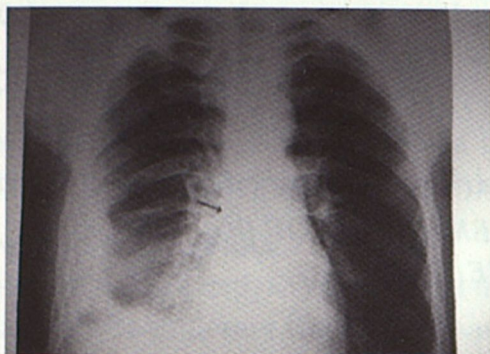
Рентгенограмма органов грудной клетки в прямой проекции больного С. Стрелкой указано инородное тело бронхов – зубные протезы.
